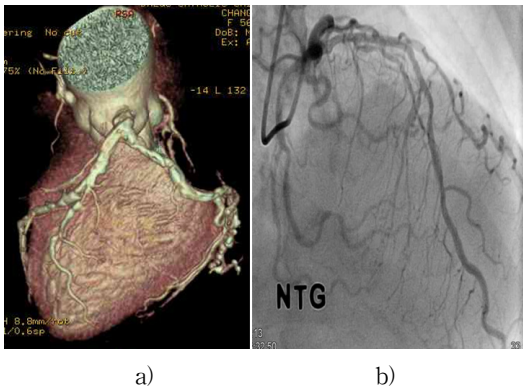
a: Example of blooming artifact (calcium score 932) in left anterior descending by 3D cardiac CT
